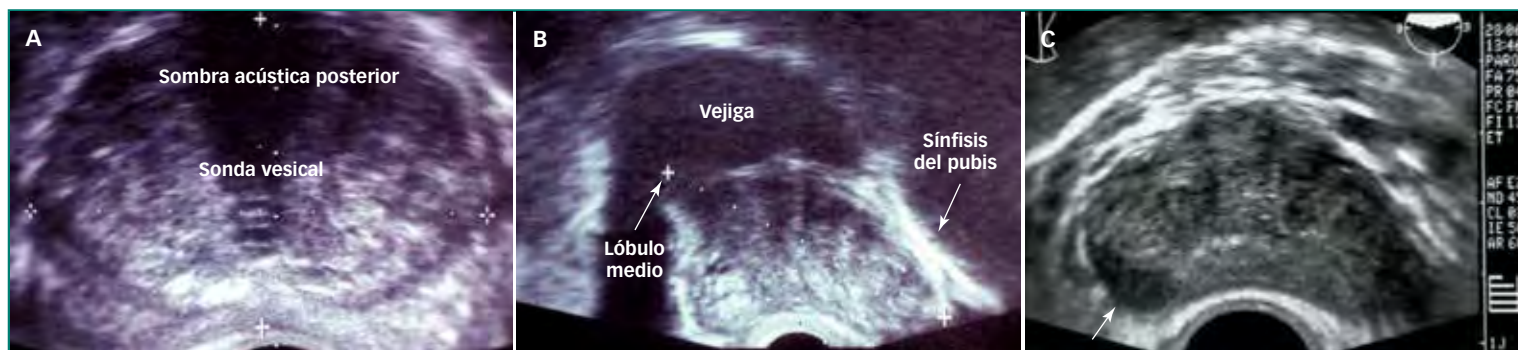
Ecografía transrectal (ETR) de adenocarcinoma prostático. (A) ETR, corte transversal. (B) ETR, corte longitudinal. (C) Adenocarcinoma, nódulo hipoeicoico en lóbulo derecho (flecha).
